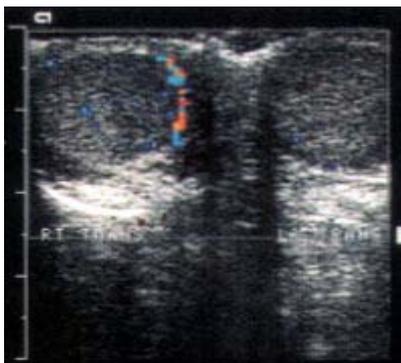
Ecografía-doppler color que muestra ausencia de flujo vascular en el testículo izquierdo⁴.
